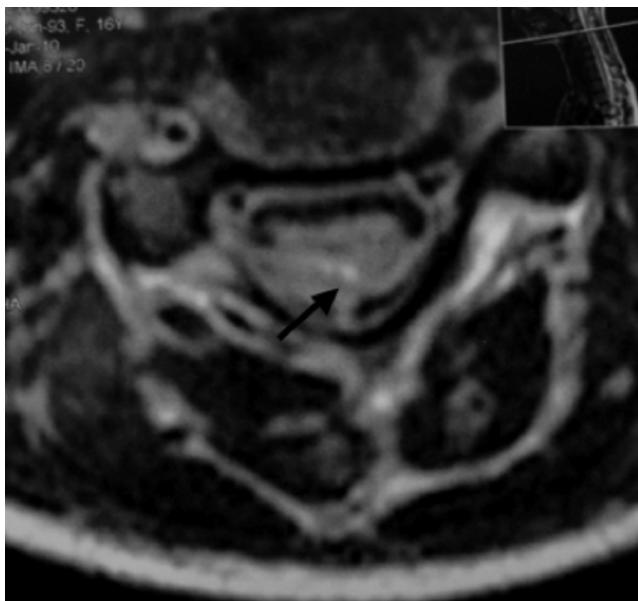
Imagem de ressonância magnética em corte axial da coluna cervical (C3) que mostra uma lesão medular longa hiperintensa (flecha preta) em uma adolescente com dermatomiosite juvenil.
